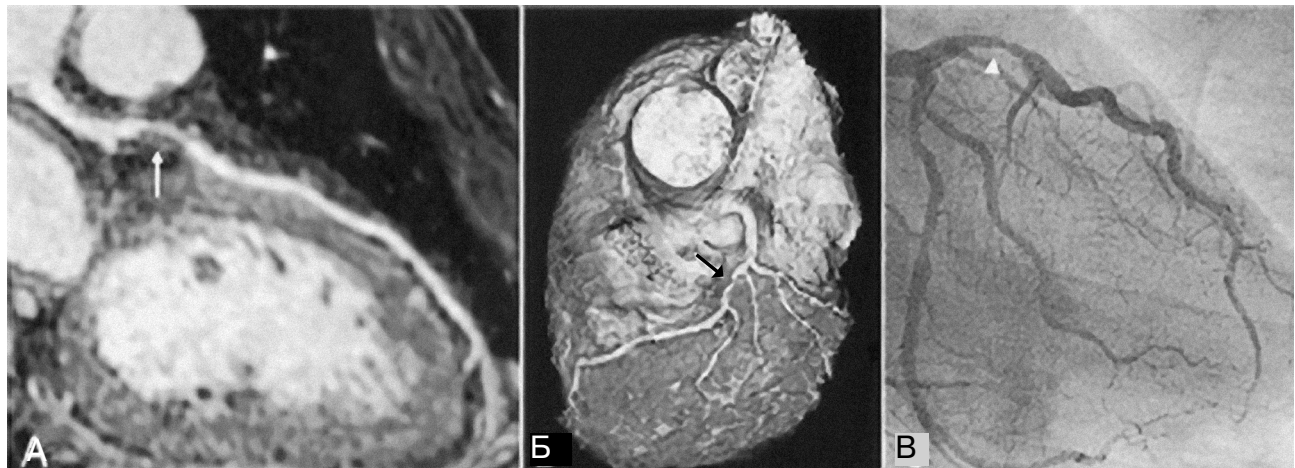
Візуалізація стенозу в передній міжшлуночковій артерії при проведенні коронарної магнітно-резонансної ангіографії (стрілка) (А); тривимірна реконструкція зображення з ознаками стенозу в передній міжшлуночковій артерії (стрілка) (Б); рентгеновська коронарна ангіографія підтверджує стеноз проксимального відділу передньої міжшлуночкової артерії (стрілка) (В).
